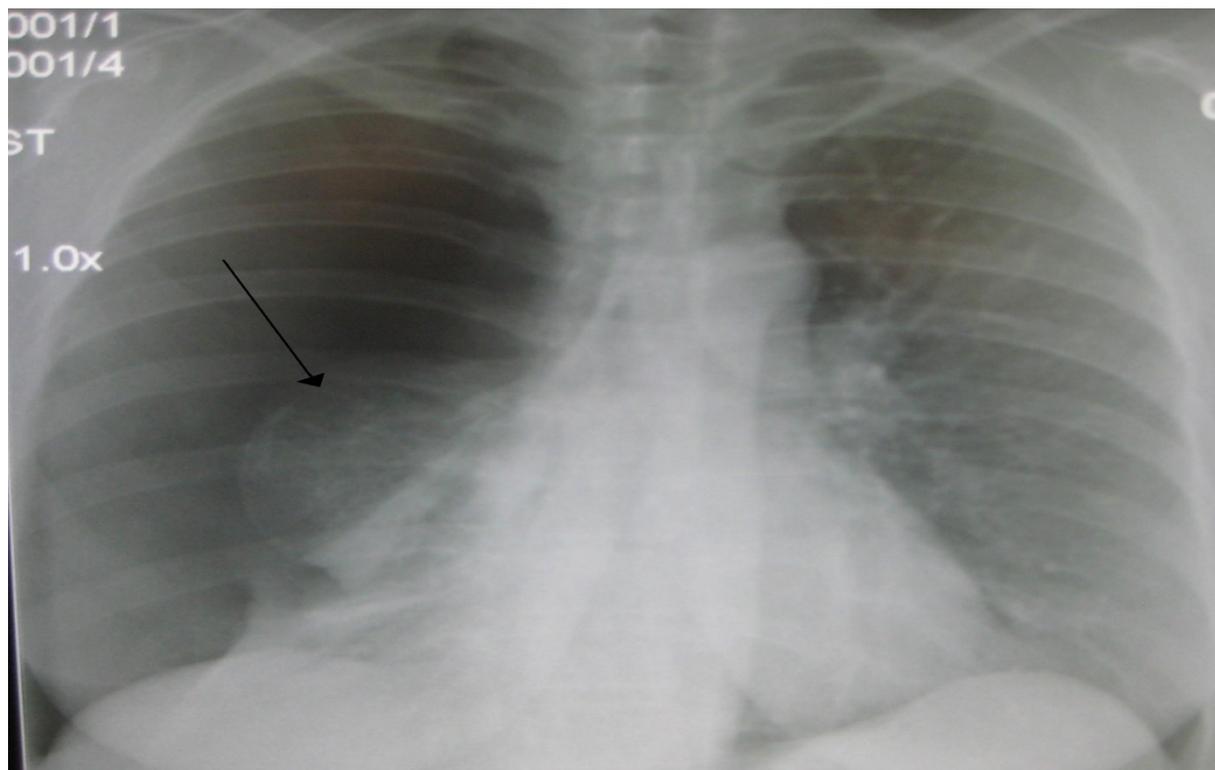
Aspect radiographique de pneumothorax droit complet
